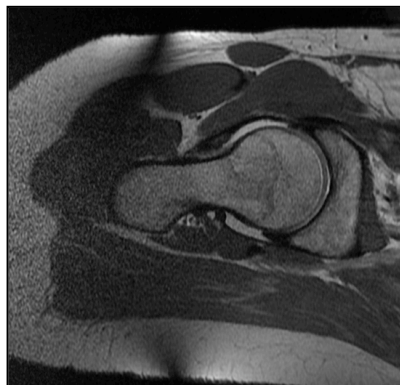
Imagen de resonancia magnética de cadera.
